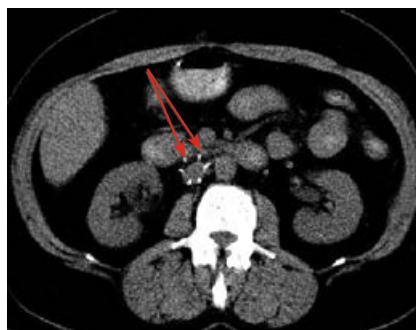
Выходение фиксирующих лучиков за пределы стенки нижней полой вены. Компьютерная томография, выполненная через 1,5 года после имплантации (указано стрелками).
